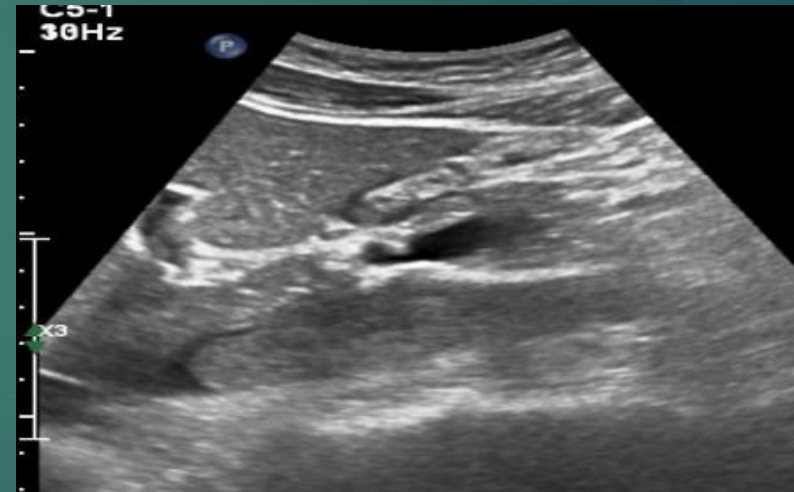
Ecografía abdominal en epigastrio que muestra trombo ecogénico en el interior de la VCI que ocluye prácticamente toda la luz. A: Corte coronal. B: Corte sagital.
